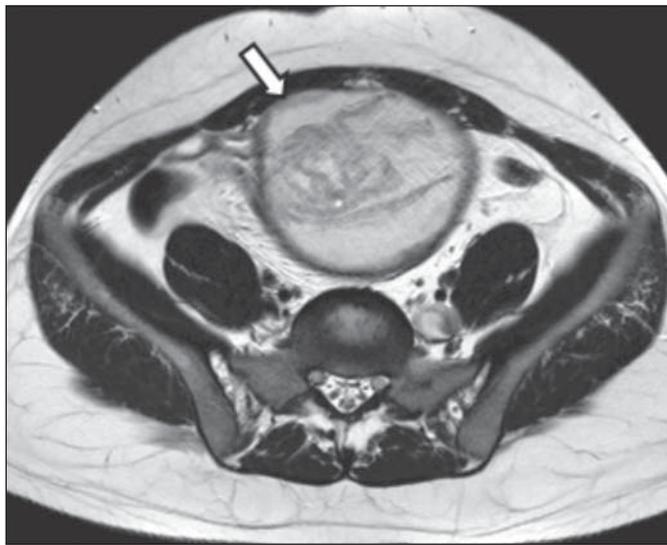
Corte axial de RM do abdome, ponderação em T2, demonstrando lesão expansiva cística complexa, intra-abdominal, bem delimitada, com cápsula de baixo sinal, contendo imagens lineares serpiginosas com sinal intermediário no seu interior (seta).
